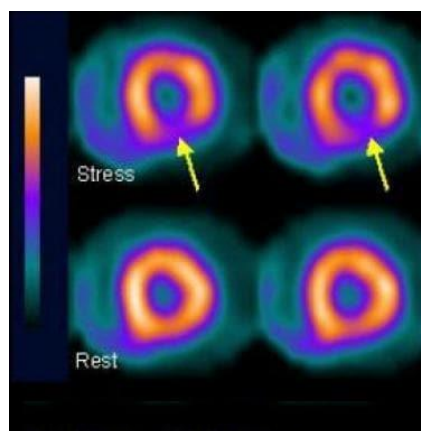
Vistas del eje corto del corazón en un SPECT de perfusión miocárdica. Se observa (arriba) un defecto de perfusión (flechas) en el estudio de esfuerzo, que se corrige (abajo) al repetirlo en reposo. Hallazgo patognomónico de isquemia
